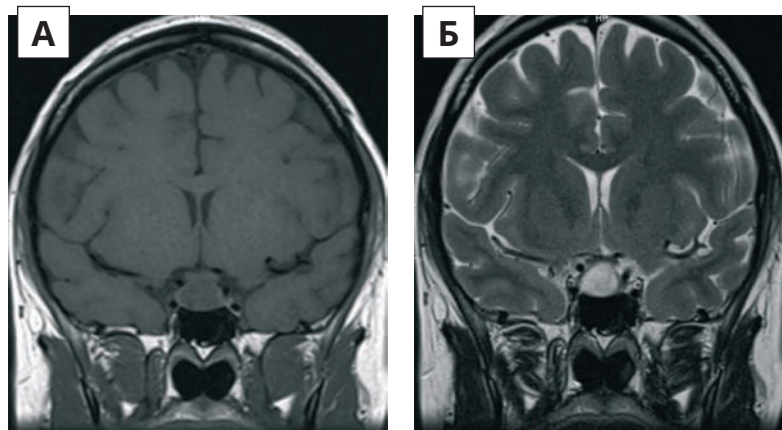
МРТ гіпофіза з контрастом: А – Т1-корональне зображення; Б – Т1-сагітальне зображення (жодних ознак пролактиноми не зафіксовано)
